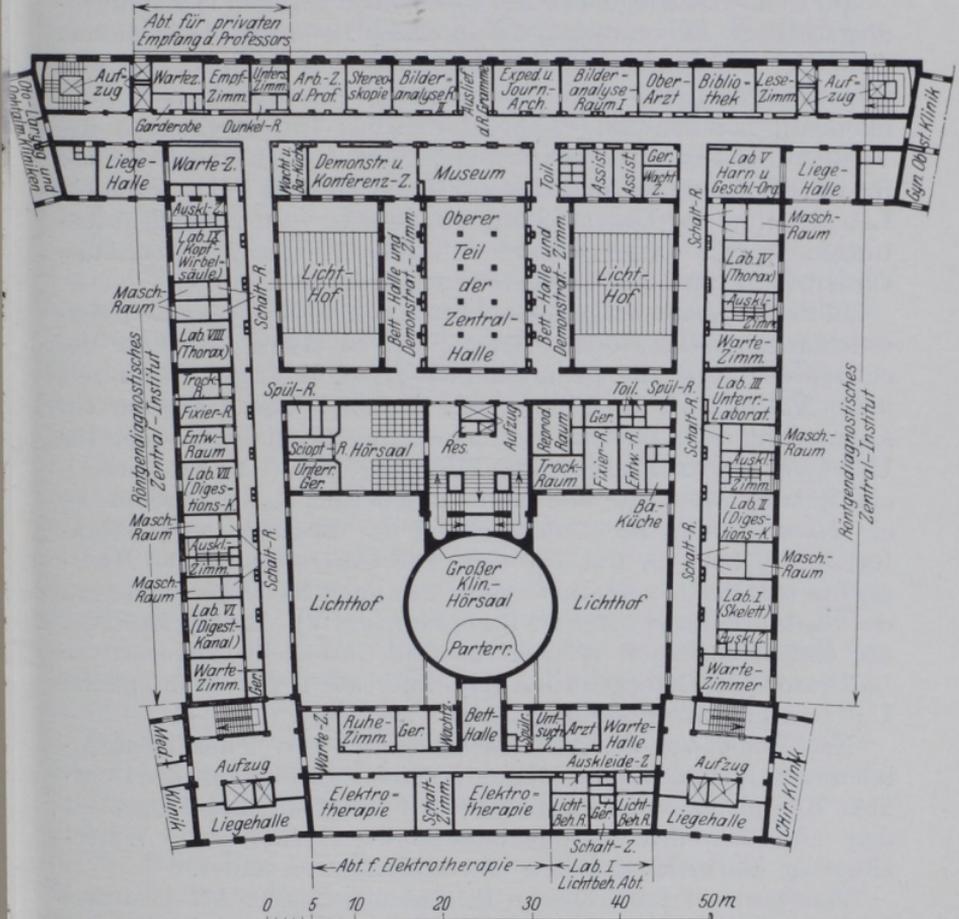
Bauplan des röntgendiagnostischen zentralen Unterrichtsinstitutes im Zentralbau des karolinischen Krankenhauses in Stockholm (Prof. FORSELL).
